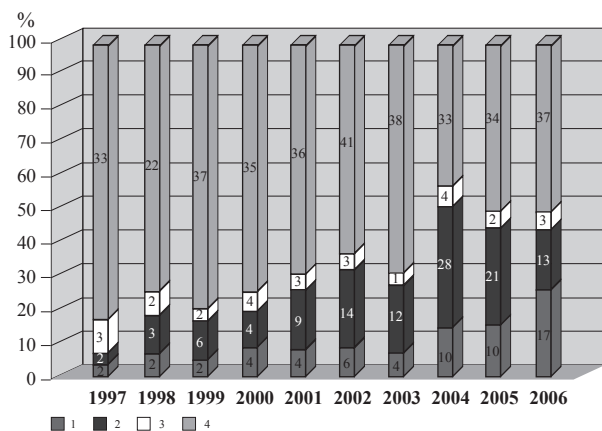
Частота УЗМ у плодов с СД, выявленных с 1997 по 2006 год: 1 — пренатально с УЗМ; 2 — пренатально без УЗМ; 3 — родившихся после выявления УЗМ; 4 — родившихся с нормальными результатами УЗИ
